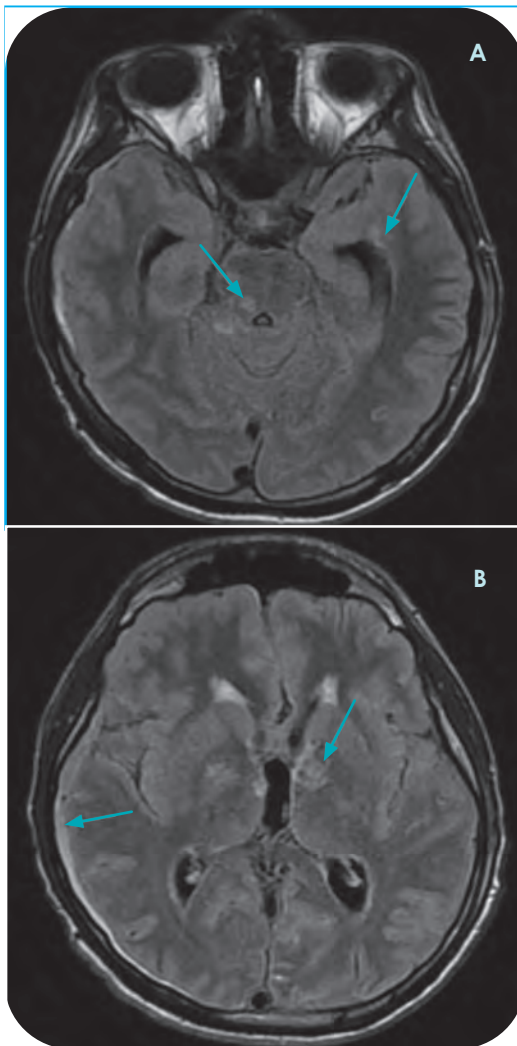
Imagen A): corte axial FLAIR con corte donde se muestran lesiones en el mesencéfalo, las cuales se encuentran correlacionadas con la clínica y el resto de secuencias con importante edema en sustancia blanca con lesiones en el temporal izquierdo, señaladas con flechas azules. Imagen B): corte axial FLAIR a nivel de los núcleos de la base con lesiones que muestran afectación bilateral con reforzamiento importante de meningeo en el hemisferio derecho, se indican con flechas azules.
